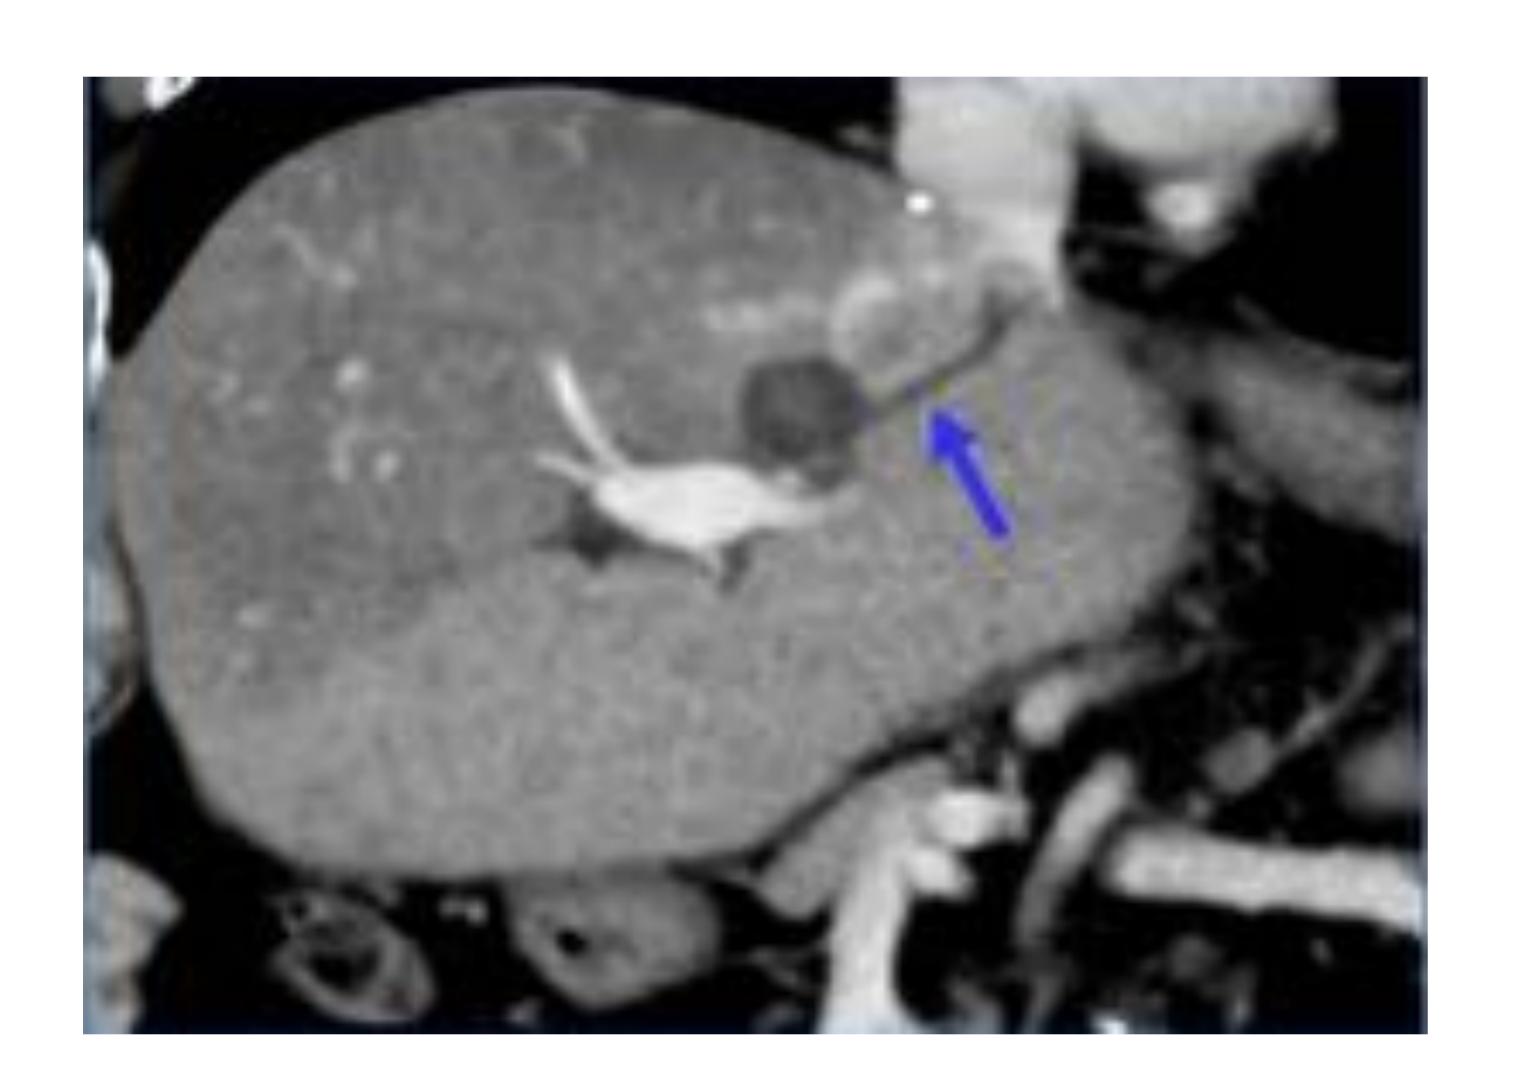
Lesión tratada con MW. TC control con estabilidad de la lesiones pero fibrosis biliar con dilatación secundaria del tracto biliar. *HUMV*
